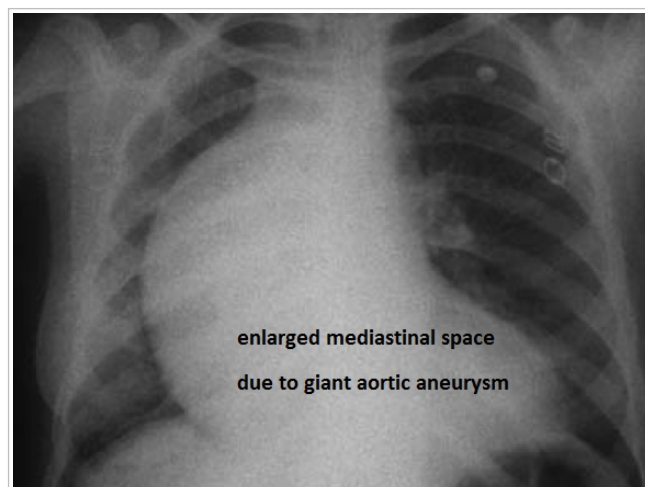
Chest X-ray showing a widened mediastinum due to a giant ascending aortic aneurysm.
